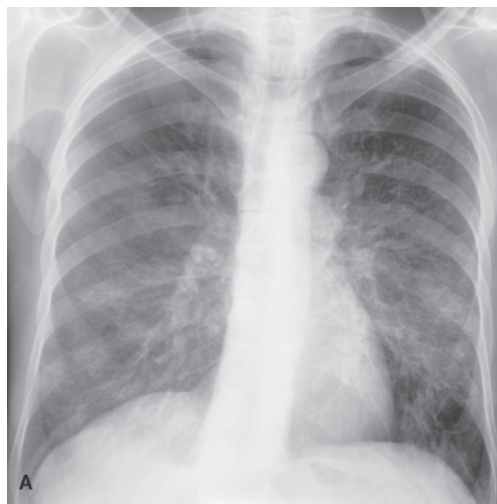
Infecção pulmonar por *P. jirovecii*. A. Radiografia do tórax na incidência PA. B. Imagens axiais de tomografia de alta resolução do tórax em paciente HIV-positivo com comprometimento pulmonar por *Pneumocystis jirovecii*. Em A, observa-se leve infiltrado reticular pulmonar difuso; e em B, vidro fosco heterogêneo esparso associado a opacidades reticulares.
